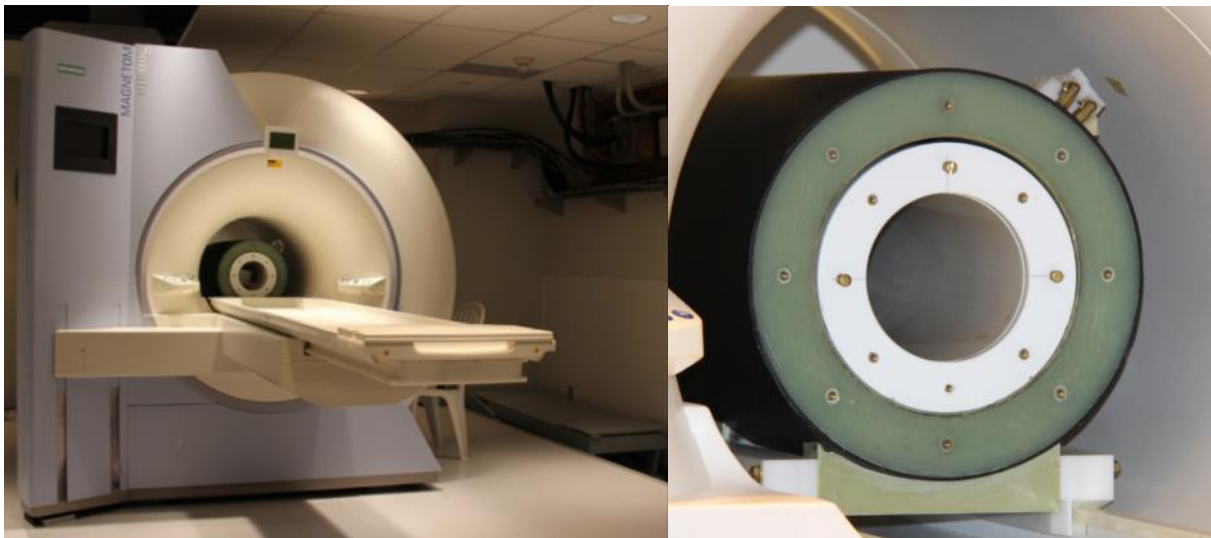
(Gauche) Photographie de la plateforme de propulsion NRM du laboratoire de Nanorobotique. L'IRM est un Siemens Magnetom Sonata 1,5T, dans lequel est installée une bobine d'imagerie à haut gradient. (Droite) Zoom sur la bobine d'imagerie (cylindre blanc).
